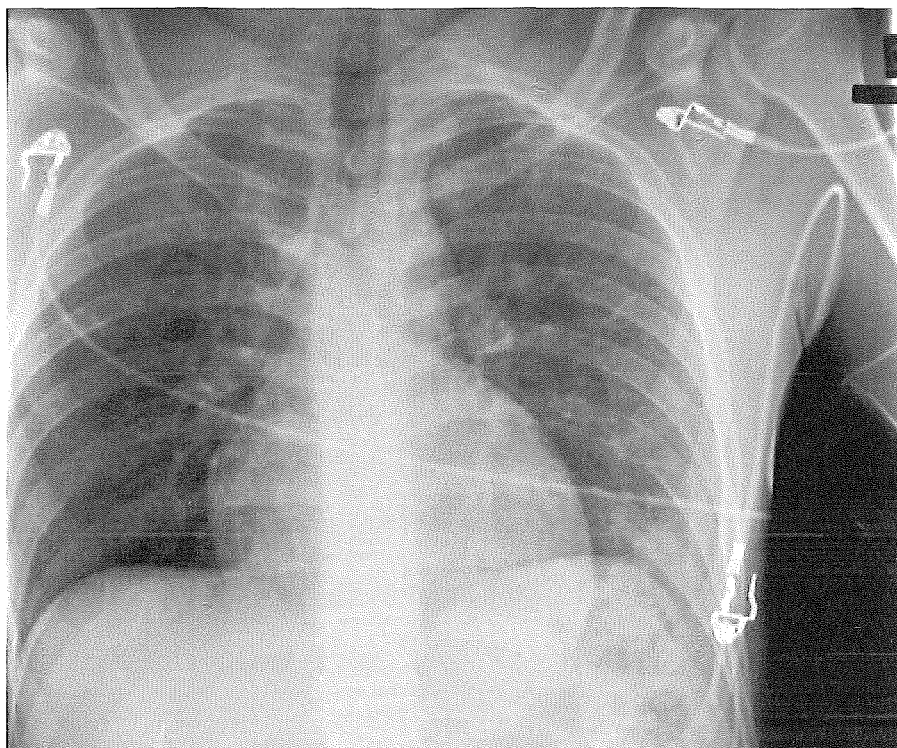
Radiographie au premier hôpital
